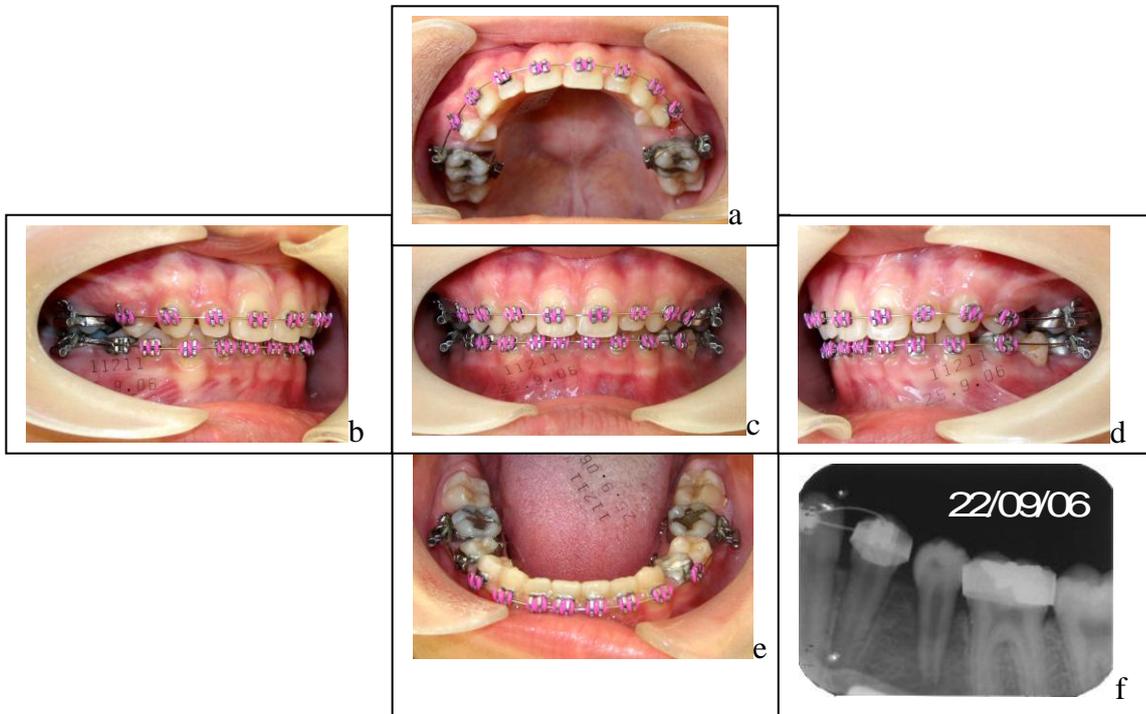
O resultado imediato do transplante é observado nas vistas intraorais: oclusal superior (a) mostrando os espaços simetricamente distribuídos bilateralmente após a extração do elemento dentário 25; laterais direita (b) e esquerda (d) mostrando as relação de Classe II de molar e caninos que juntamente com a vista de frente (c) mostra a sobremordida acentuada da paciente e a verticalização excessiva dos incisivos superiores; e a vista oclusal inferior (e) mostrando o arco inferior normal após o transplante do 25 no lugar do 35 conforme a radiografia periapical (f) imediatamente ao transplante, um mês do início do tratamento.
